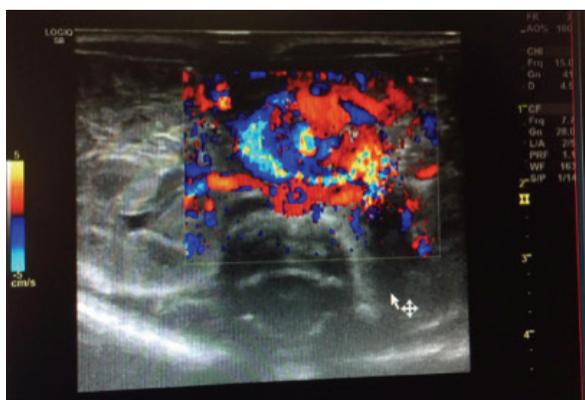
Ecografia abdominal do caso 2.
